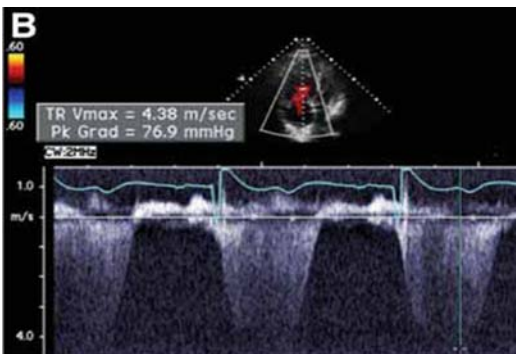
Medición de la Velocidad de regurgitación tricúspidea. Essencial Echocardiography. Totowa, New Jersey. Editorial Humana.
